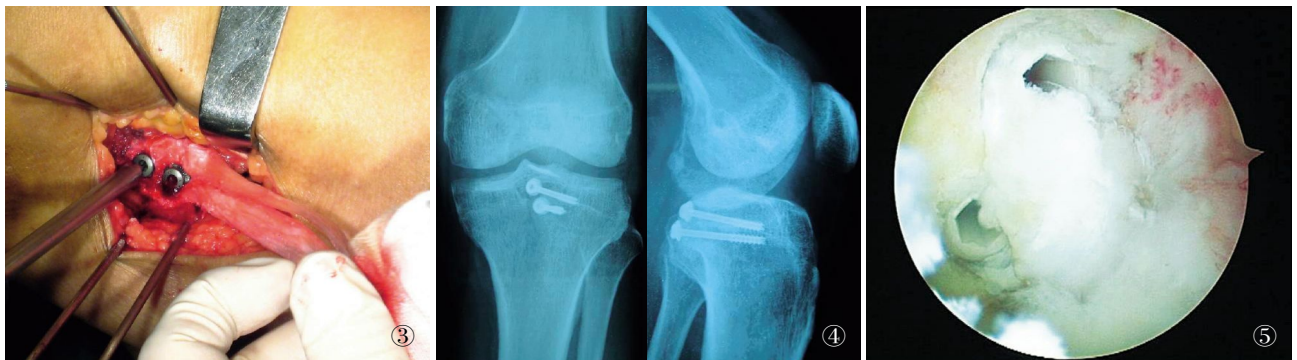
用 2 枚螺钉固定胫骨端骨块 图 4 胫骨端固定后 X 线片 图 5 股骨隧道固定 Fig.3 Fixation of bone block in tibia with two screws Fig.4 X-ray of the tibial fixation Fig.5 Fixation in the femoral tunnel
